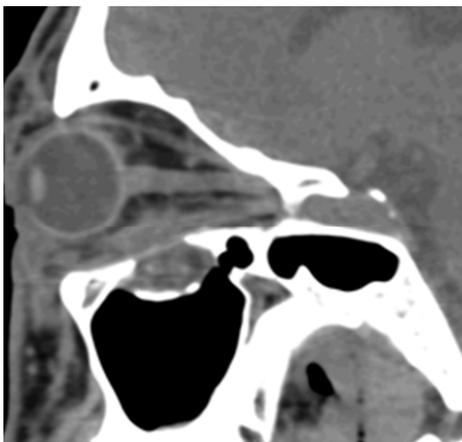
Fracture du plancher orbitaire chez le même patient. Image de droite en CBCT, visualisation d'une ptose de tissus mous dans le sinus maxillaire, distinction impossible entre muscle et graisse. Image de gauche en TDM, le muscle droit inférieur est en place, la ptose de tissus mous ne concerne que la graisse intra-orbitaire
